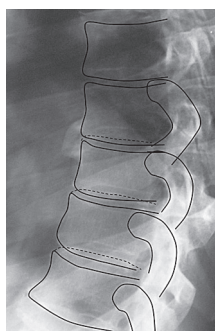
Рентгенограмма грудного отдела позвоночника: отмечено межпозвоночное (дисковое) пространство и область прикрепления головки ребра к поверхности позвонков
